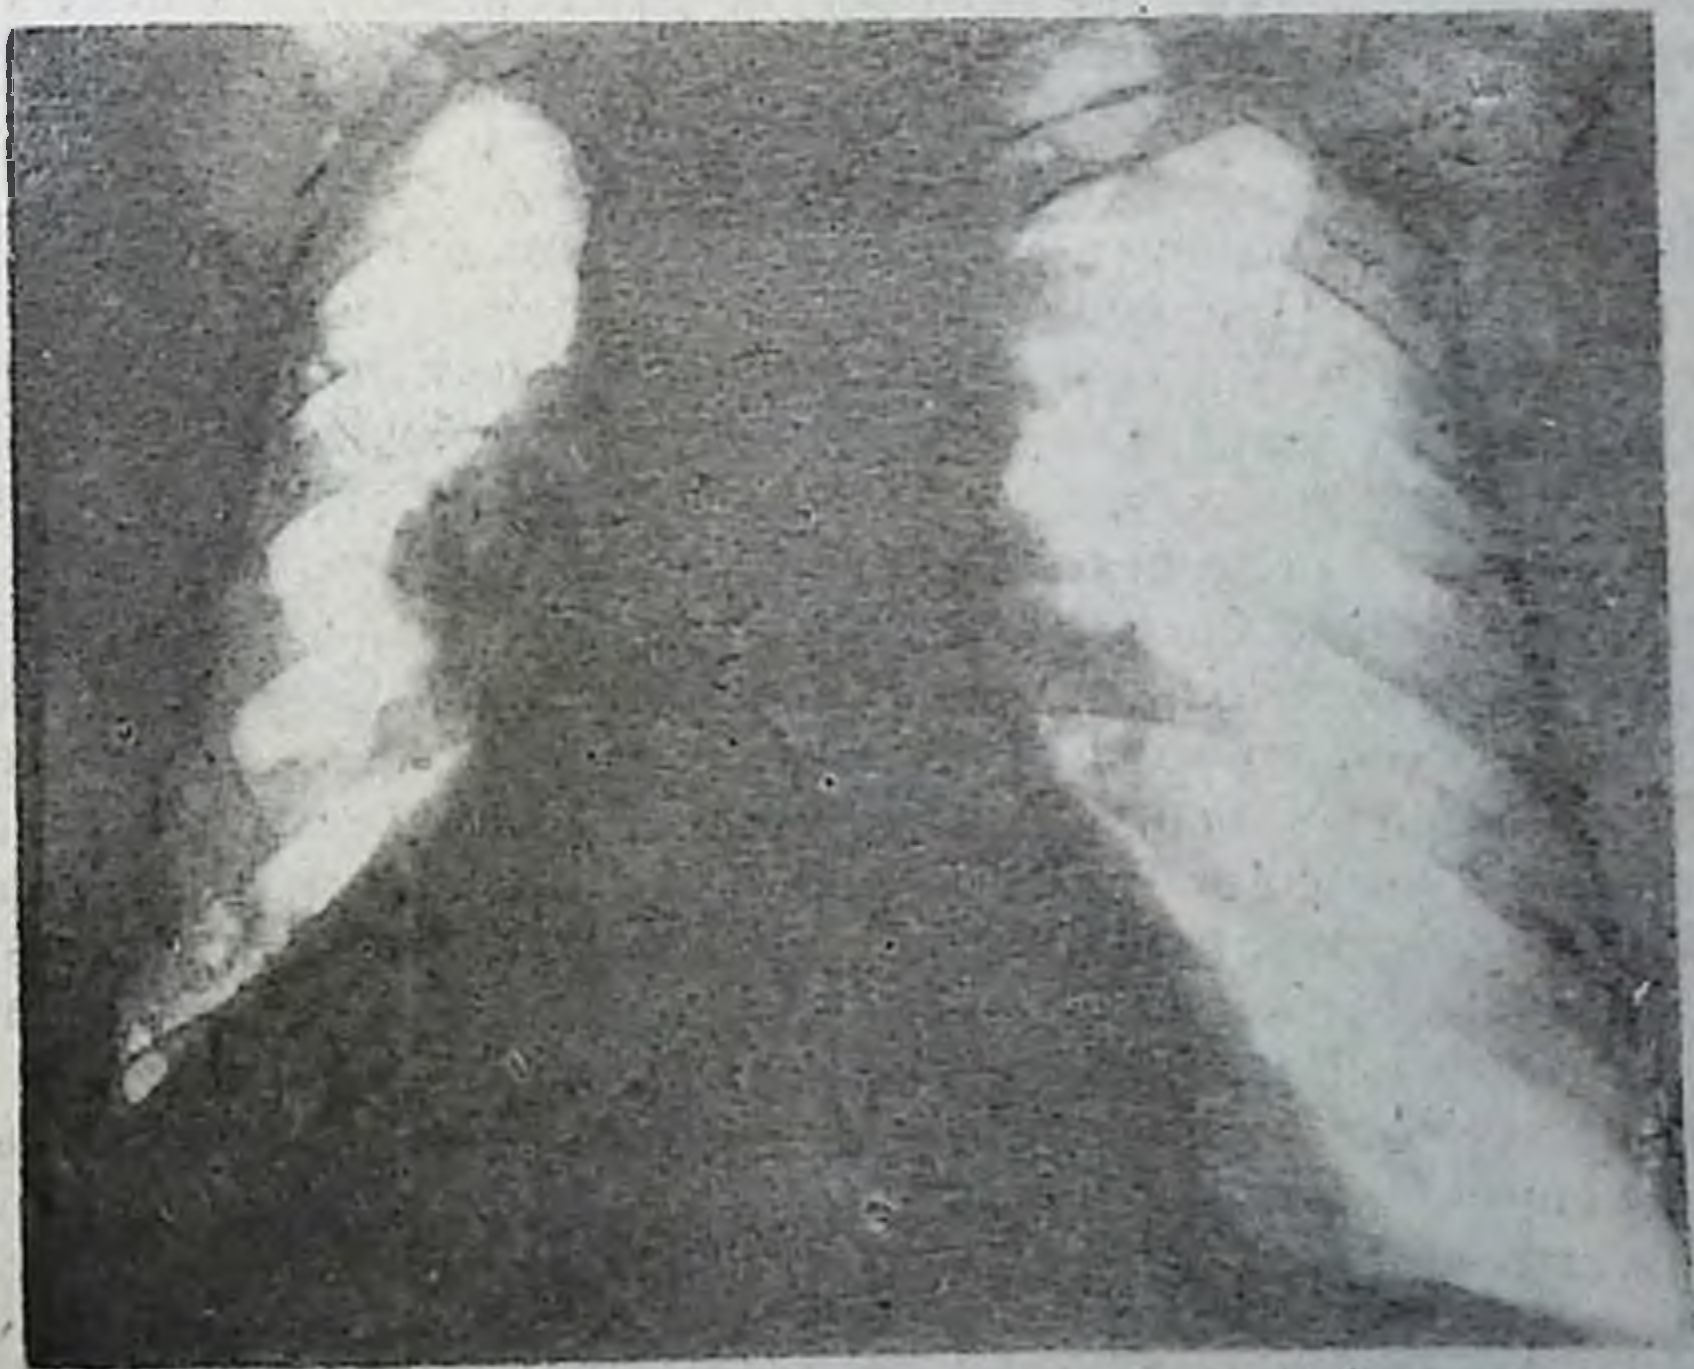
Рентгенограмма грудной клетки в прямой проекции. Справа в области корня — крупное затемнение с нечетким, полициклическим контуром. В нижней внутренней части легкого — интенсивное затемнение с четким наружным контуром. Ведущий синдром — патология корня. Центральный рак с ателектазом нижней доли легкого.
